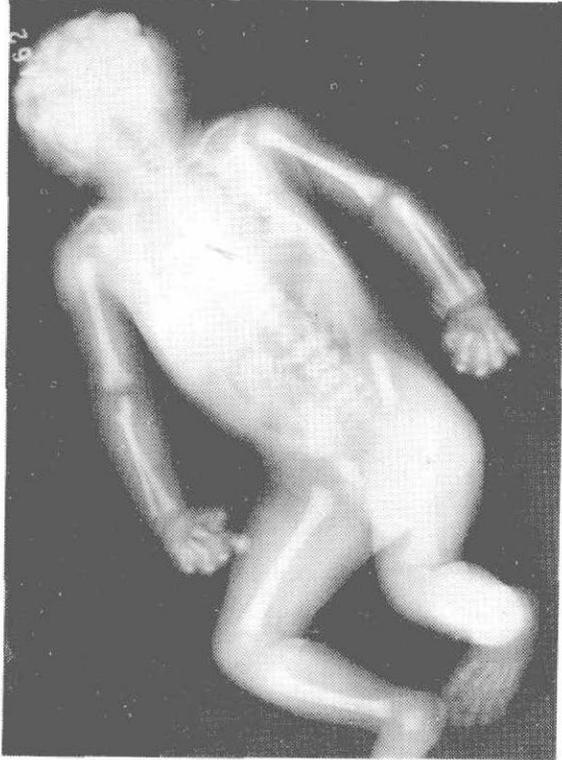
Radiografía de frente. Duplicación de columna cervical.
